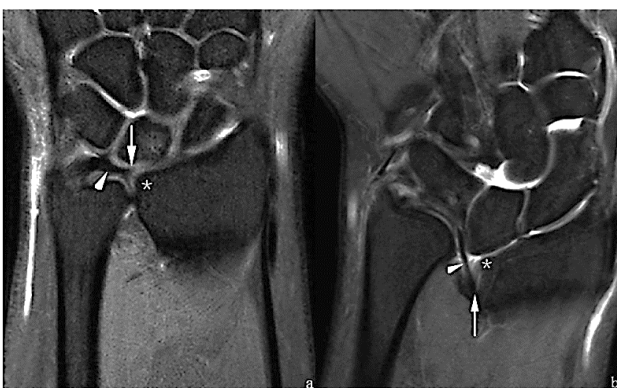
MRI cổ tay phải của người bệnh. a–d: Hình ảnh Coronal PDWI-FS hiển thị VL (đầu mũi tên trắng), RTL (đầu mũi tên vàng) và CD (mũi tên trắng). e–j: Hình ảnh axial PDWI-FS cho thấy CD (mũi tên trắng), dây chằng quay trụ xa (đầu mũi tên đỏ), VL (đầu mũi tên trắng) và RTL (đầu mũi tên màu vàng). k–l: Hình ảnh coronal và axial PDWI-FS cho thấy một nang hạch (ganglion cyst). Tổn thương được phát hiện một cách tình cờ.
